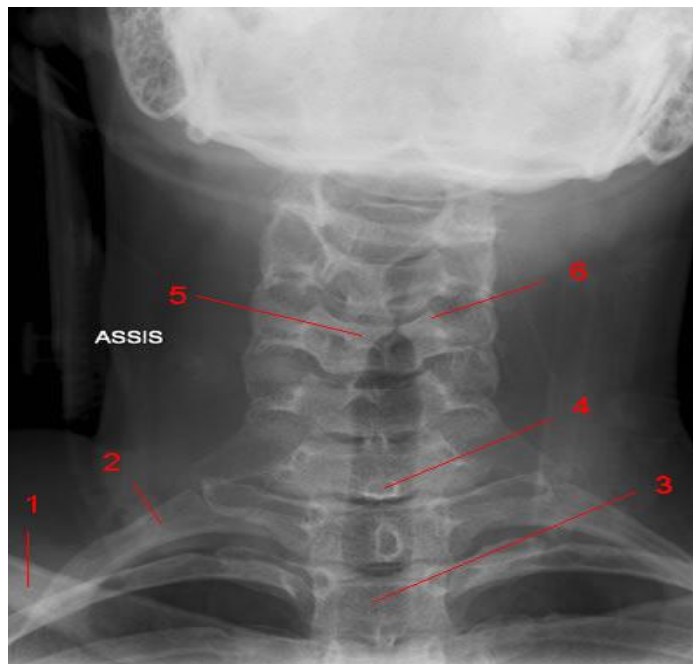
Radiographie du rachis cervical normal: cliché de face.
